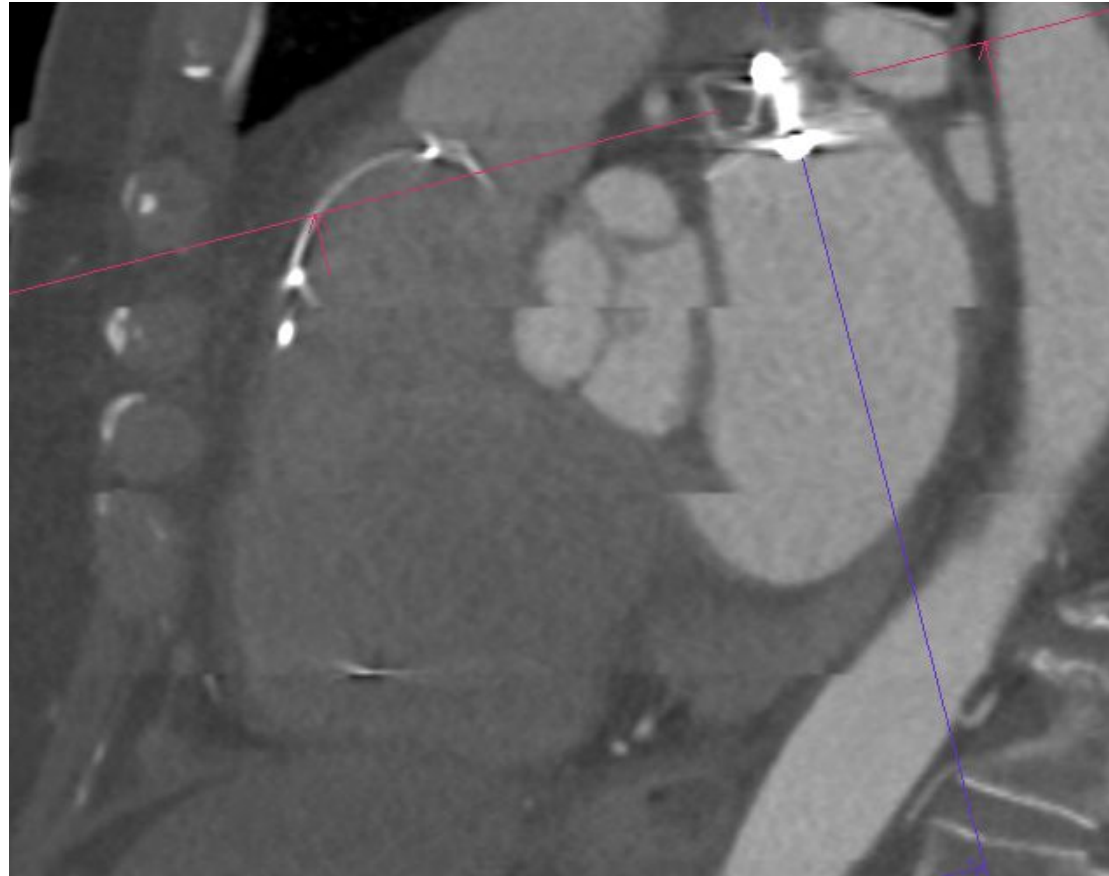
Corte sagital (reconstrucción MPR) siguiendo el eje del dispositivo de cierre de la orejuela en tomografía computarizada cardíaca con sincronización cardíaca. Paciente del HUPR.
